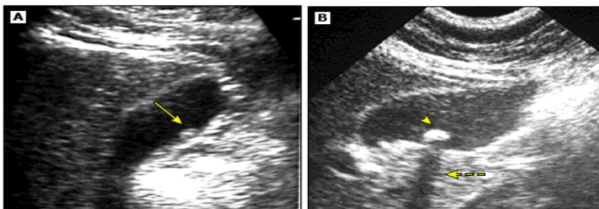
Pólipo vesicular versus cálculo biliar en ultrasonido
